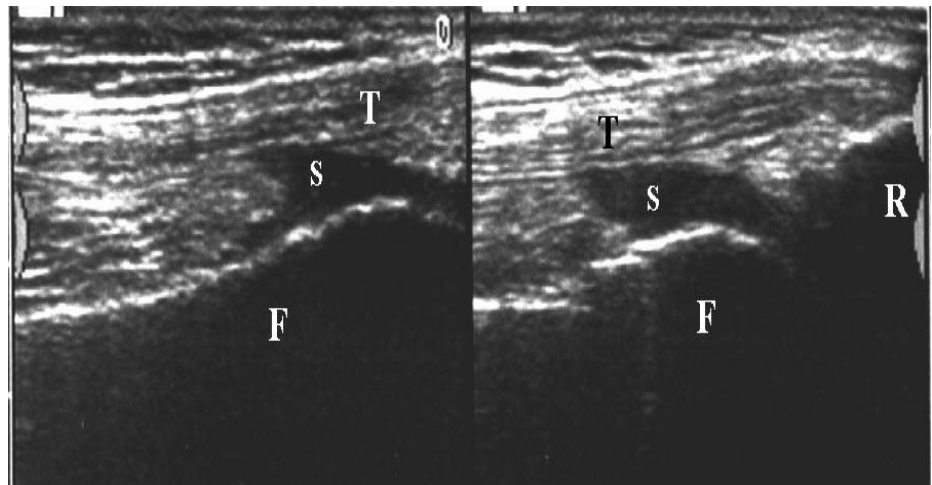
En esta ecografía vemos varias estructuras de la rodilla.
